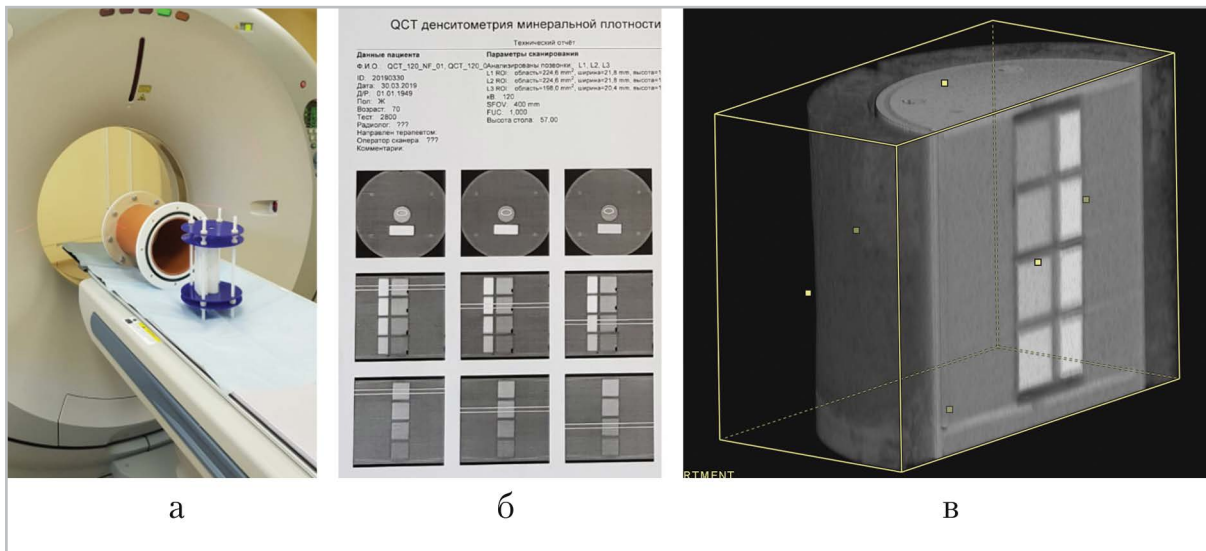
Фантом РСК-ФК2 при сканировании методом асинхронной КТ-денситометрии: *а* — фантом в разобранном виде на столе сканирования в КТ; *б* — технический отчет в ходе обработки в программе QST; *в* — 3D-реконструкция фантома по данным КТ-сканирования с парафиновой накладкой, имитирующей ПЖК
